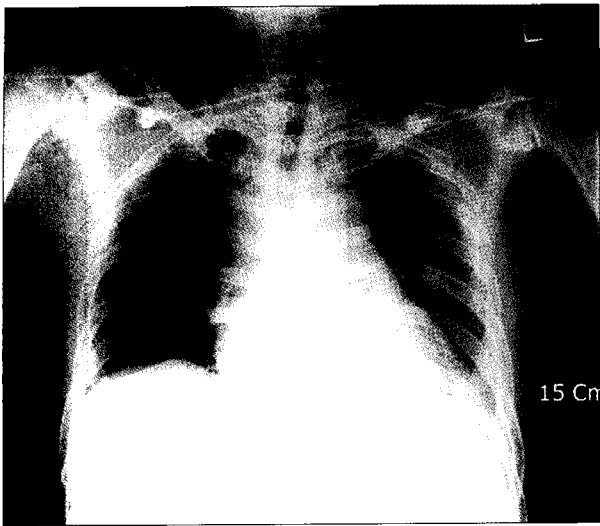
Preoperative chest x-ray shows mediastinal widening and left rib fractures.
